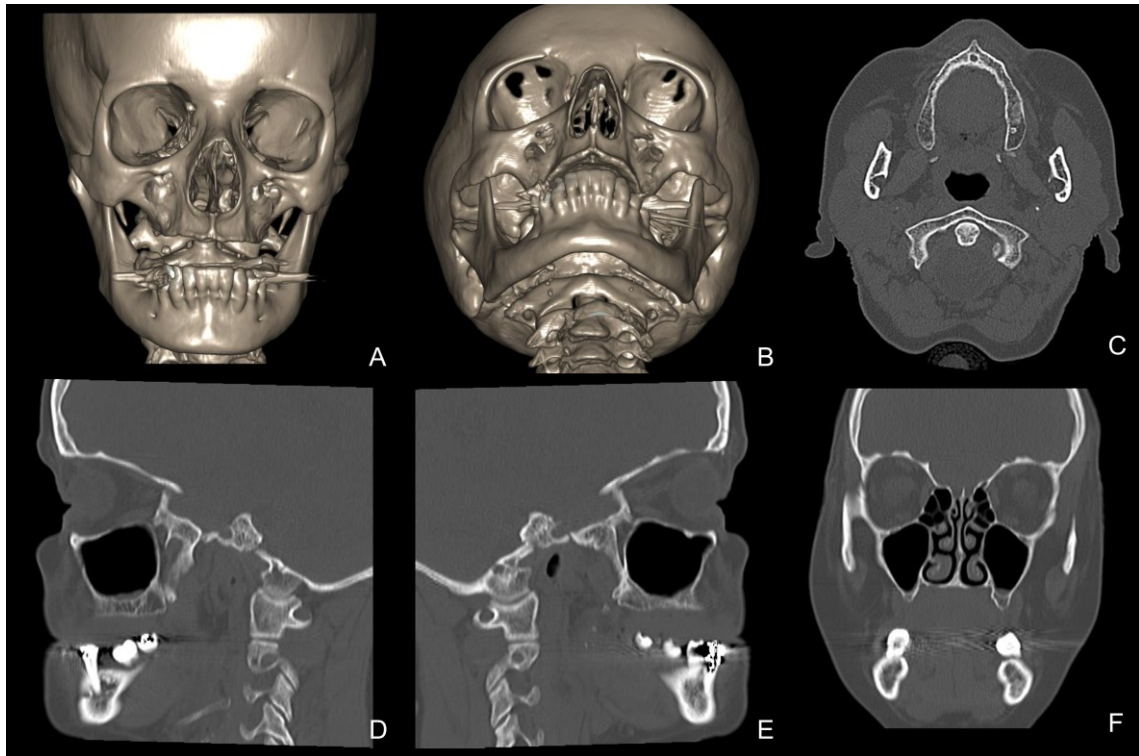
Tomografia Computadorizada Helicoidal pré-operatória, onde se pode observar severa atrofia do rebordo maxilar tanto nas visões (A) frontal e (B) inferosuperior da reconstrução tridimensional, quanto nos cortes (C) axial, (D) sagital esquerdo, (E) sagital direito e (F) coronal.
